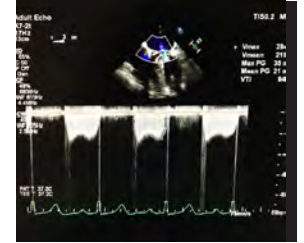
Two-dimensional transesophageal echocardiography (2D-TEE) showed an increased mechanical mitral valve gradients.
